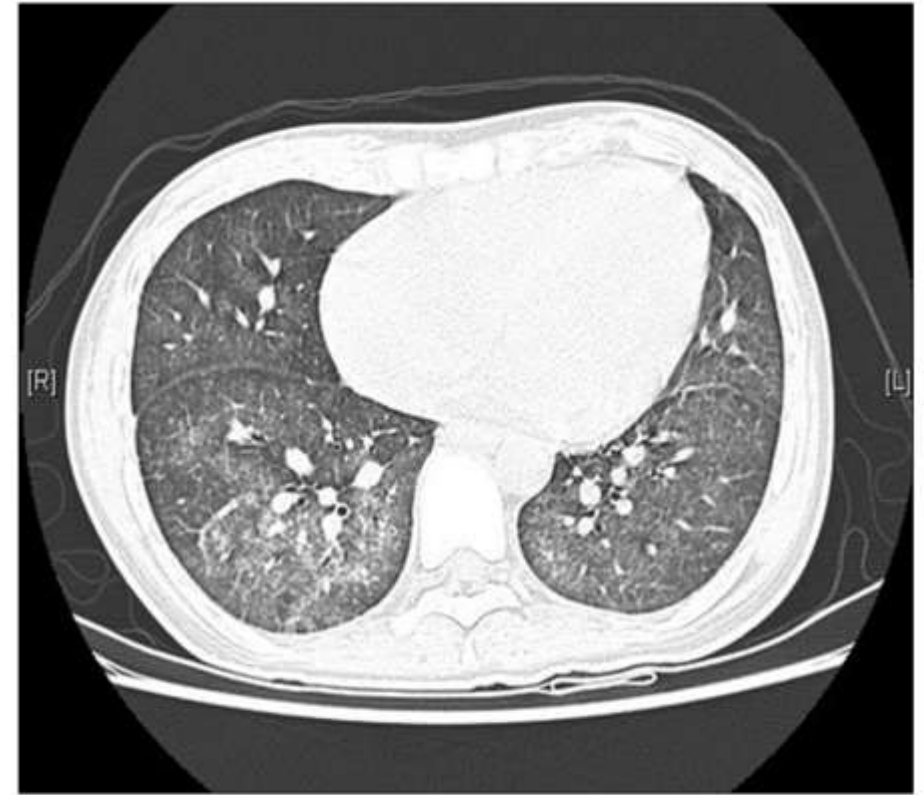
High-resolution computed-tomography scan of the lungs revealing diffuse bilateral ground-glass opacification, predominantly in the middle and lower lung fields, consistent with pulmonary hemorrhage.
